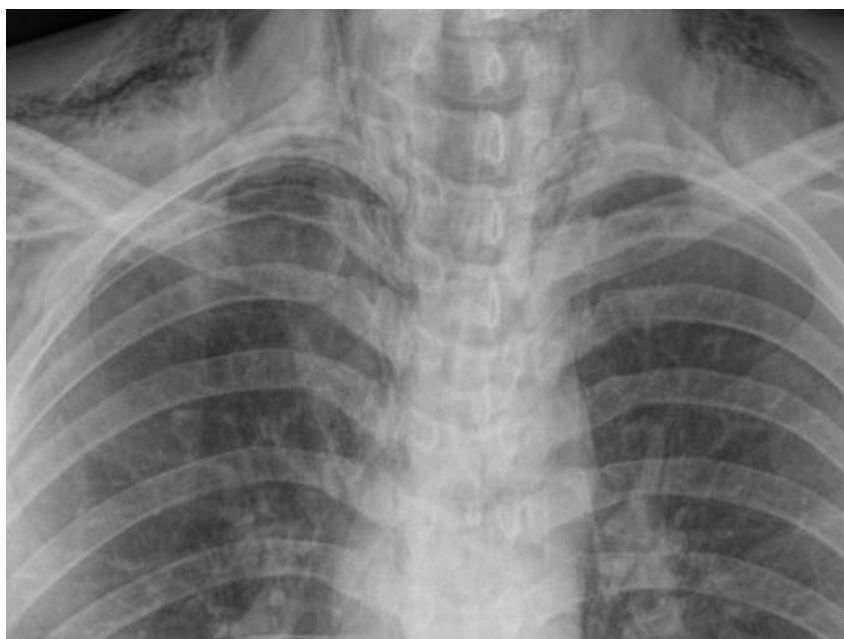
Рентгенография органов груди у пациента Е. со спонтанным разрывом пищевода. Эмфизема средостения и эмфизема мягких тканей шеи
